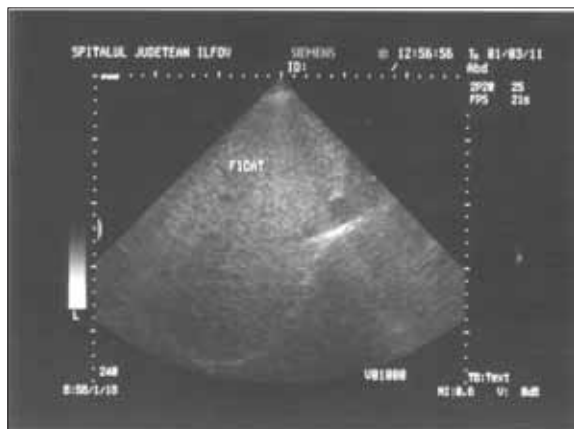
Ecografie abdominală. Ficat steatozic, hiperecogen, cu atenuare posterioară
